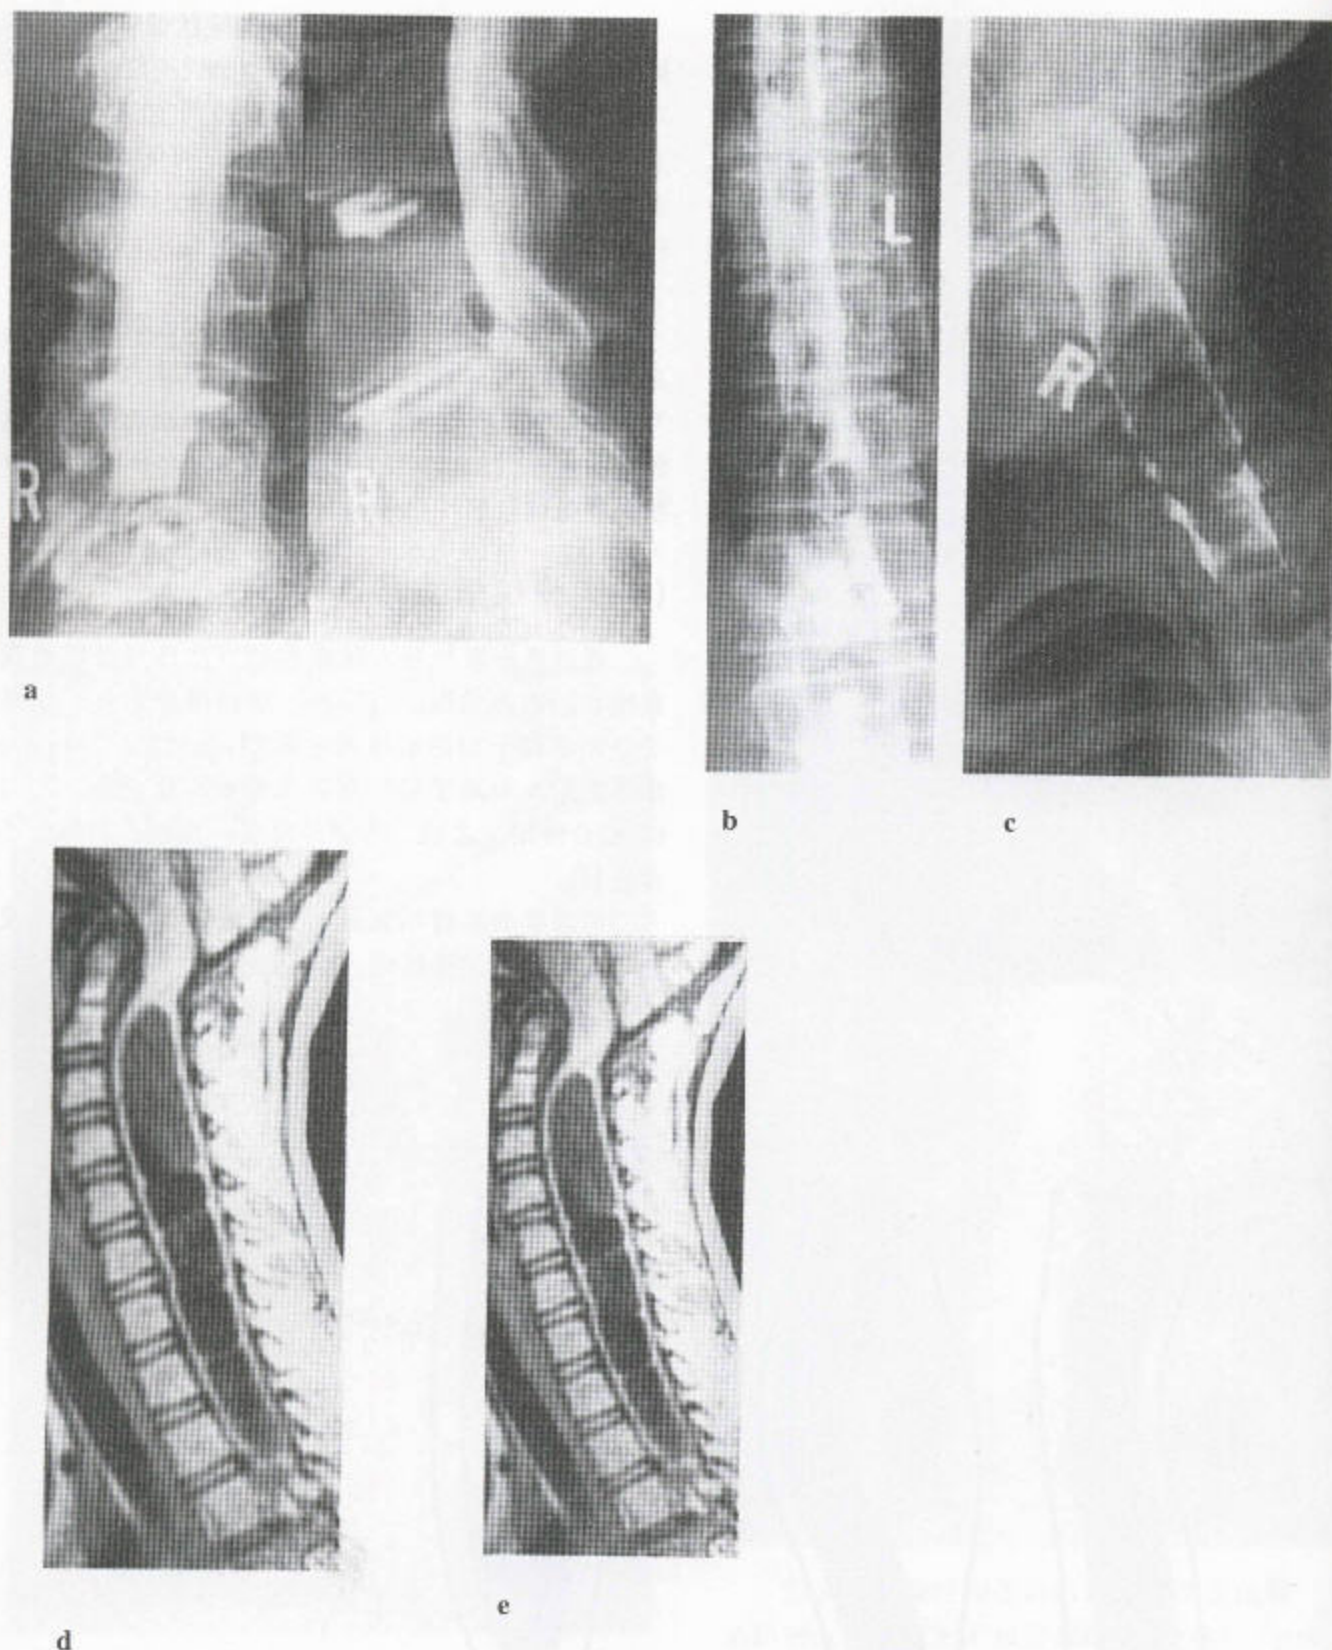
(a) 硬膜外肿瘤——硬膜外鞘膜压迫 (椎间盘神经根显像) 证明有一不透 X 线的椎间盘脱垂, 从外面压迫鞘膜。(b) 鞘膜内髓外肿瘤 (神经根显像) 来自鞘膜内黑色素瘤的一些转移瘤已使髓索错位。(c) 髓内肿瘤——脊髓造影证实的椎管星形细胞瘤。脊索膨大并占据了大部分椎管。(d, e) MRI 上的髓内肿瘤继发于小脑疝的颈胸段的脊髓空洞症。这位 10 岁的小孩曾表现为无痛性脊柱侧突, 但却为神经系统异常。矢状位 (d) 和轴位 (e) T_1 加权 MR 序列显示痿管和髓索萎缩。
